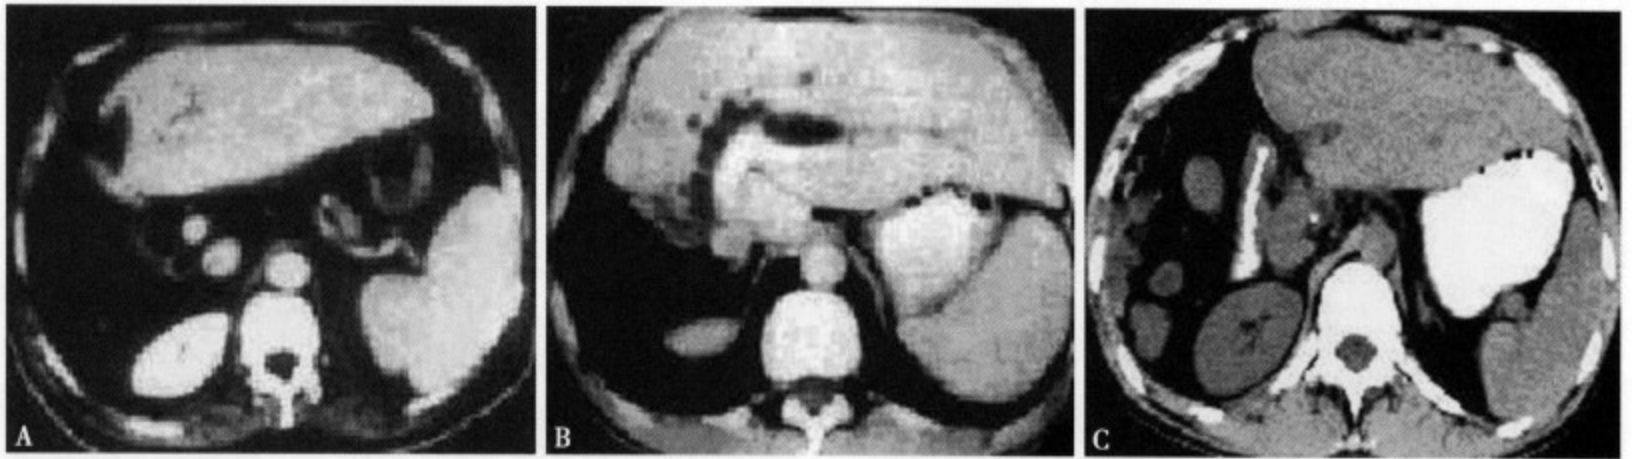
肝右叶缺如，CT 显示肝右叶及胆囊缺如，肝左叶明显增大，左肝内胆管扩张，未见肝右叶及胆囊
